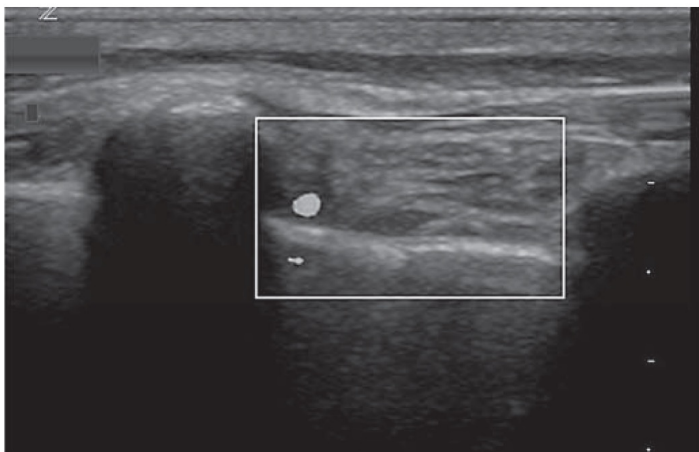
Colour flow Doppler image of an ICA inferior to a rib shadow.
